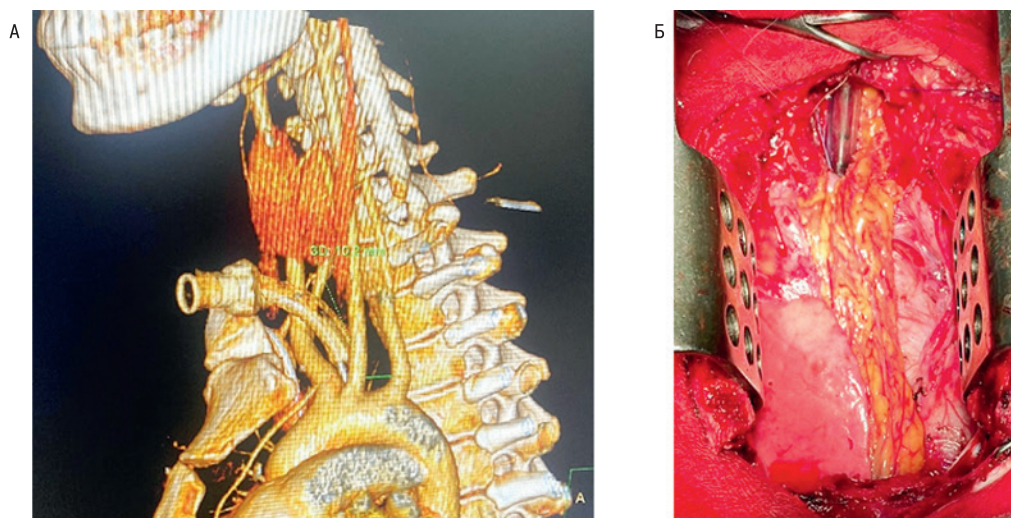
а – мультиспиральная компьютерная томография 3D-реконструкция:
